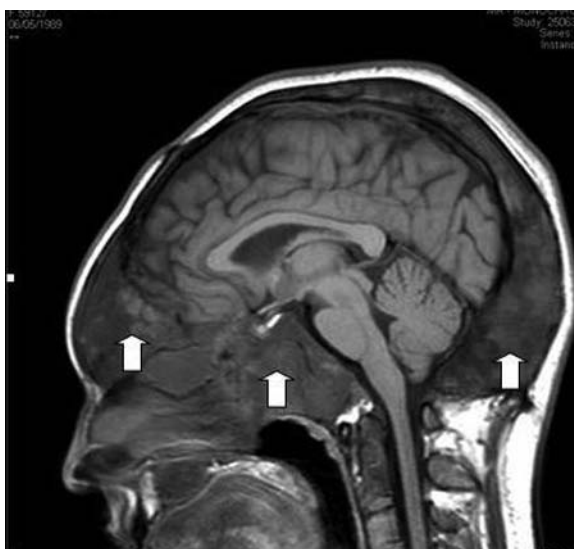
RM de cerebro corte sagital en T1. Se observa extensa deformidad ósea con compromiso de esfenoides, frontoetmoidal y occipital (flechas); sin lesión ocupante selar.
